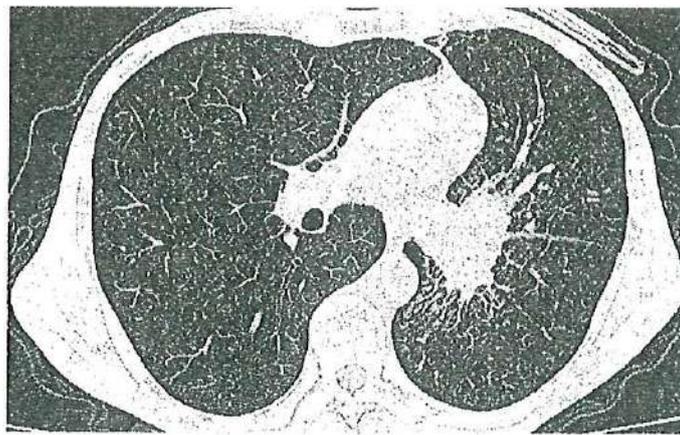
Центральный рак левого легкого. Компьютерная томограмма
